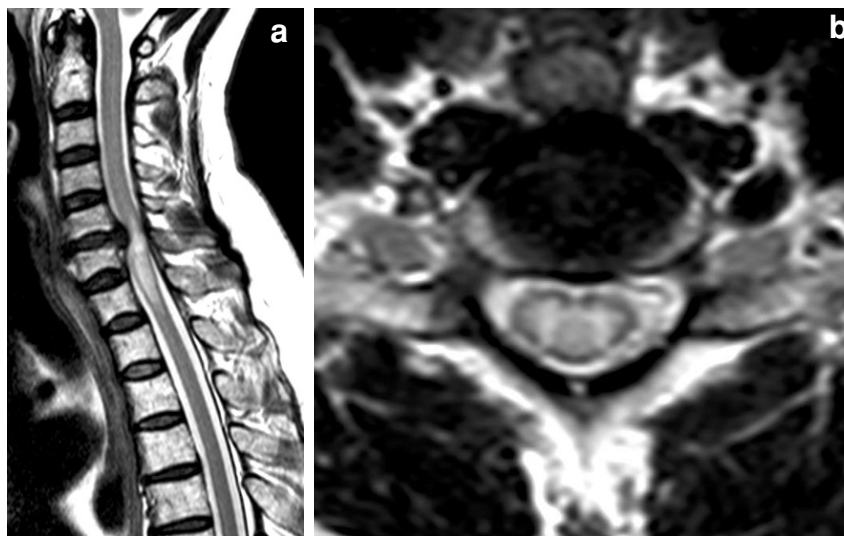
Myélopathie sur sténose canalaire d'origine discale en C5-C6. IRM coupes sagittale (9a) et axiale sous jacente à la sténose (9b) pondérées T2. Plage médullaire en hypersignal T2 située en regard et en dessous de la sténose. La lésion est surtout oedémateuse prédominant en centromédullaire et en substance grise (9b).
